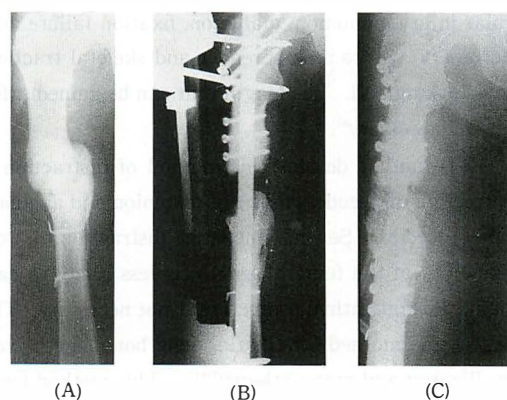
A 38 year old male patient with nonunion of the right upper femoral shaft and 4.5 cm of leg discrepancy. (A) Preoperative roentgenogram. (B) During distraction. (C) Postoperative roentgenogram, 4.5 cm was gained.
